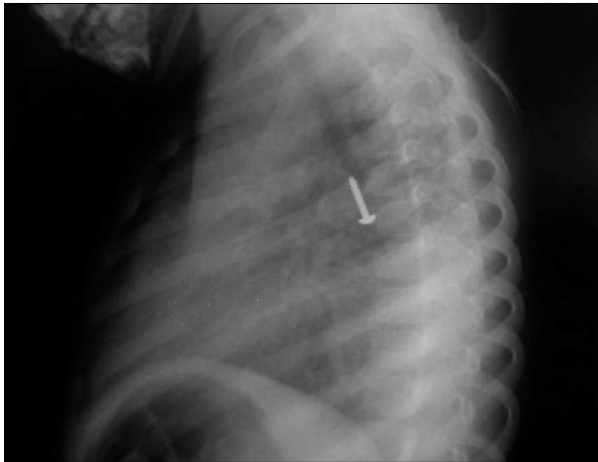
Radiografía lateral de tórax donde se evidencia un tornillo en bronquio principal derecho.
